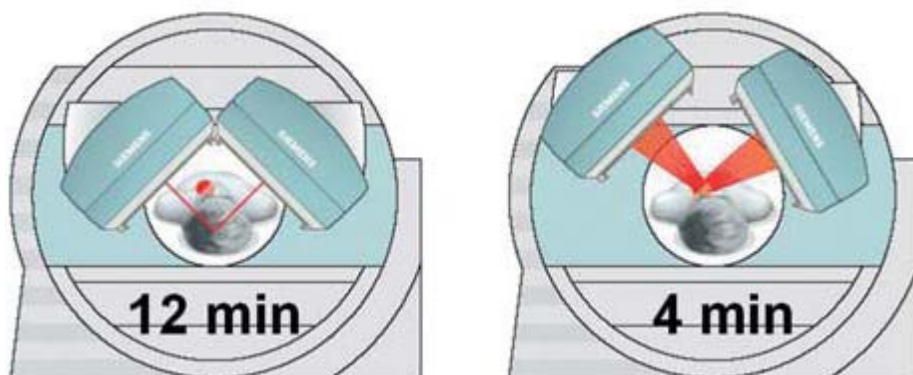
Standartní orientace pro SPECT zobrazování myokardu.
